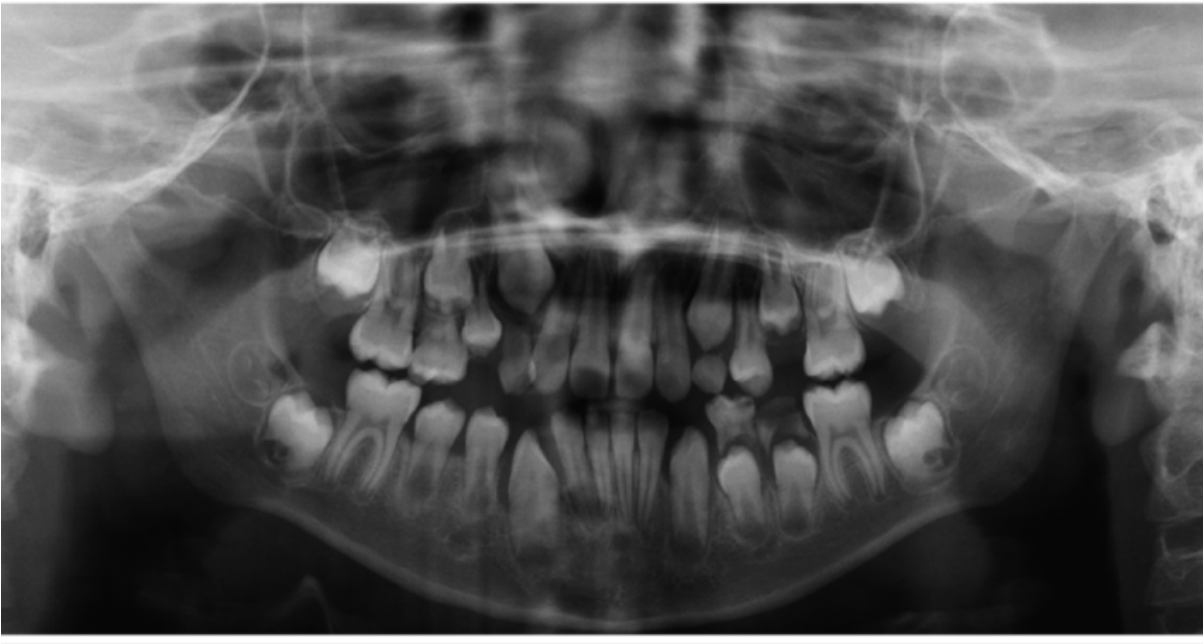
Ortopantomografía inicial tomada el 14-04-15
